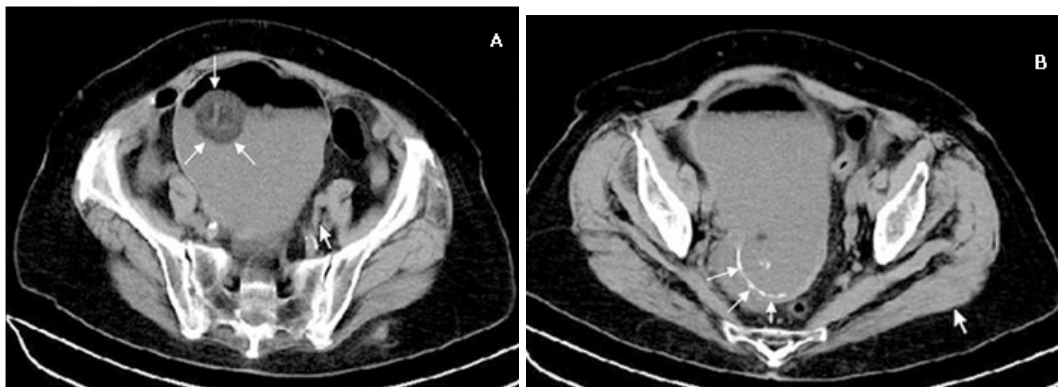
Tomografía computadorizada de abdomen simple. A: Corte axial. Las flechas indican el tapón dermoide. B: Corte sagital. Las flechas indican las calcificaciones.
